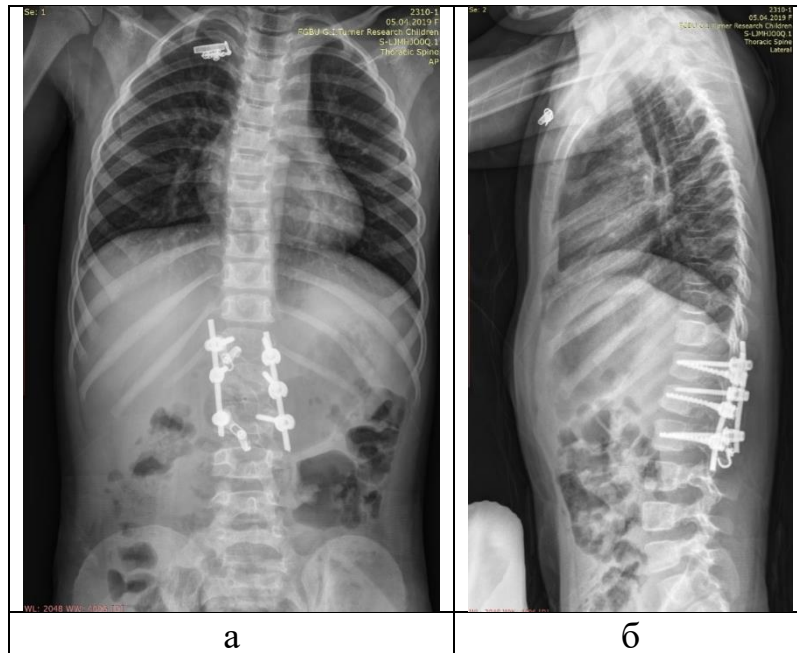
Контрольные рентгенограммы позвоночника через 1 год после операции, радикальная коррекция ВДП: а – прямая проекция, б – боковая проекция
